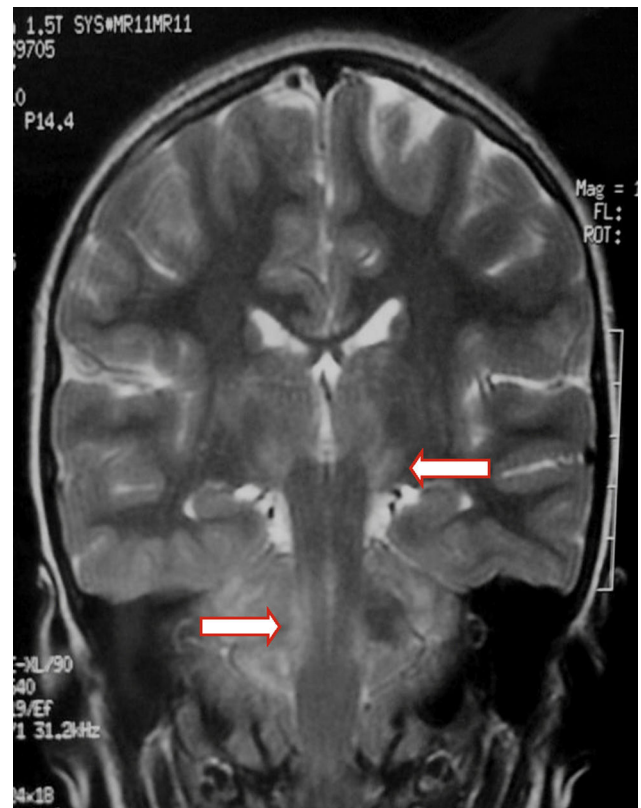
RM T2 coronal: hiperintensidad ganglio basal, mesencéfalo y cerebelo.
